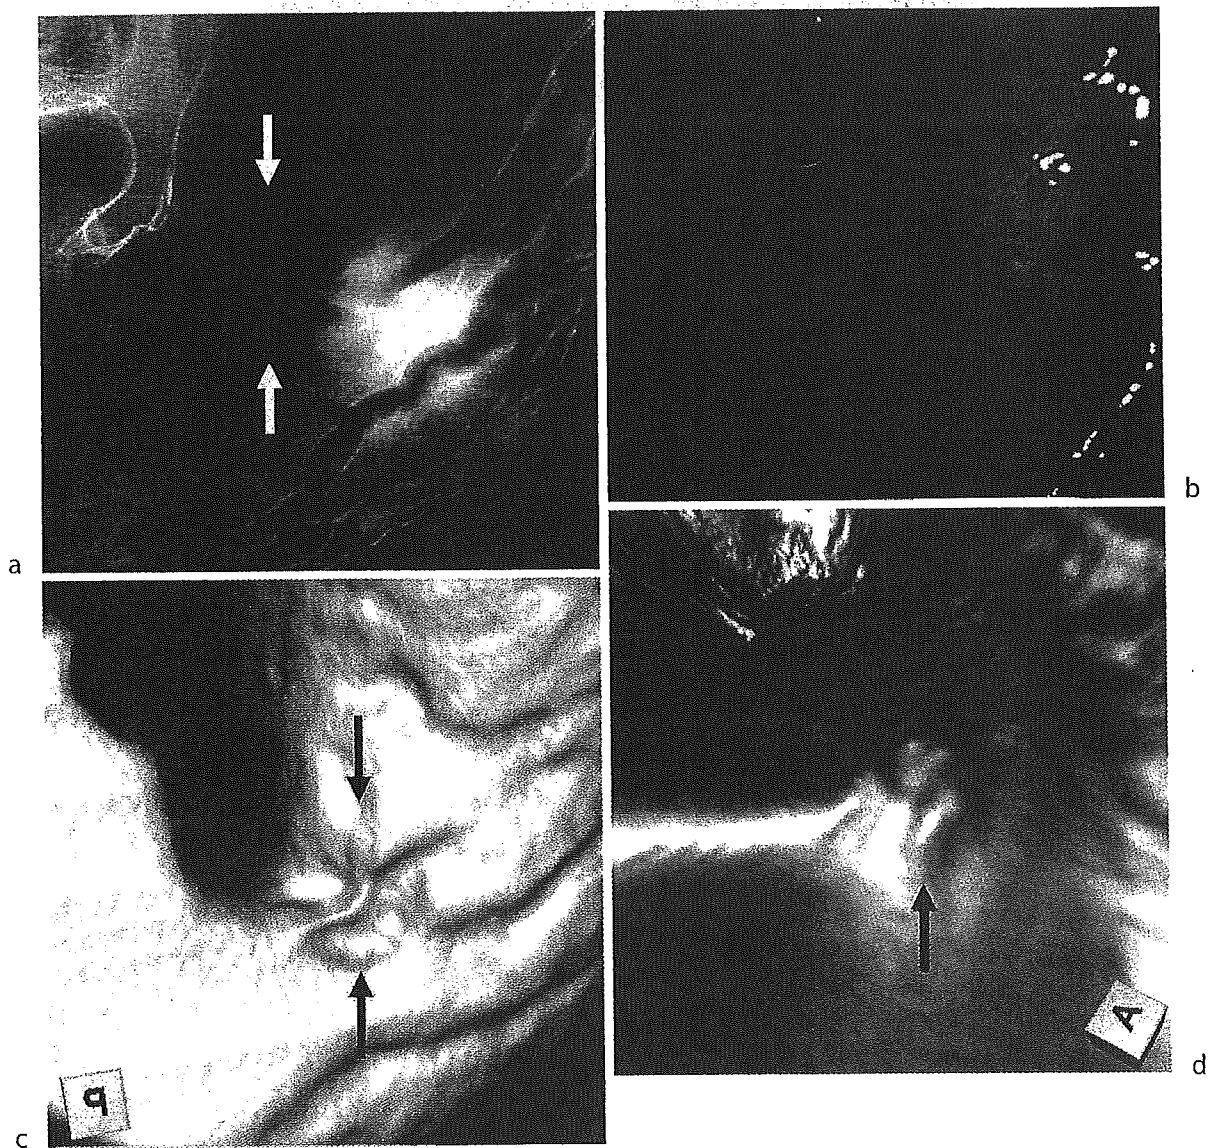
A 33-year-old man. A small depressed type of early gastric cancer measuring 1.5 cm is identified at the posterior side of the gastric angle by gastric radiography and gastroscopy (arrows in a, b). The lesion can barely be recognized by virtual endoscopic and 3D views of MDCT gastrography (arrows in c, d)
